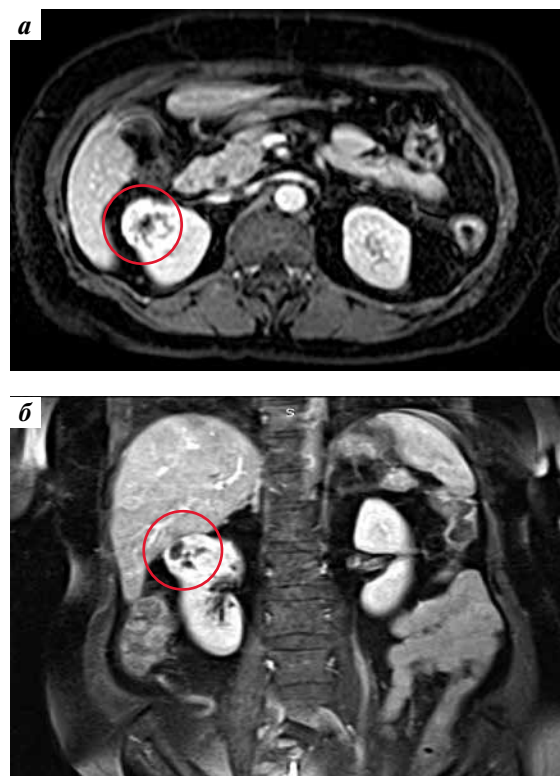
Компьютерная томография брюшной полости в горизонтальной (а) и фронтальной (б) плоскостях. Признаки новообразования правой почки
